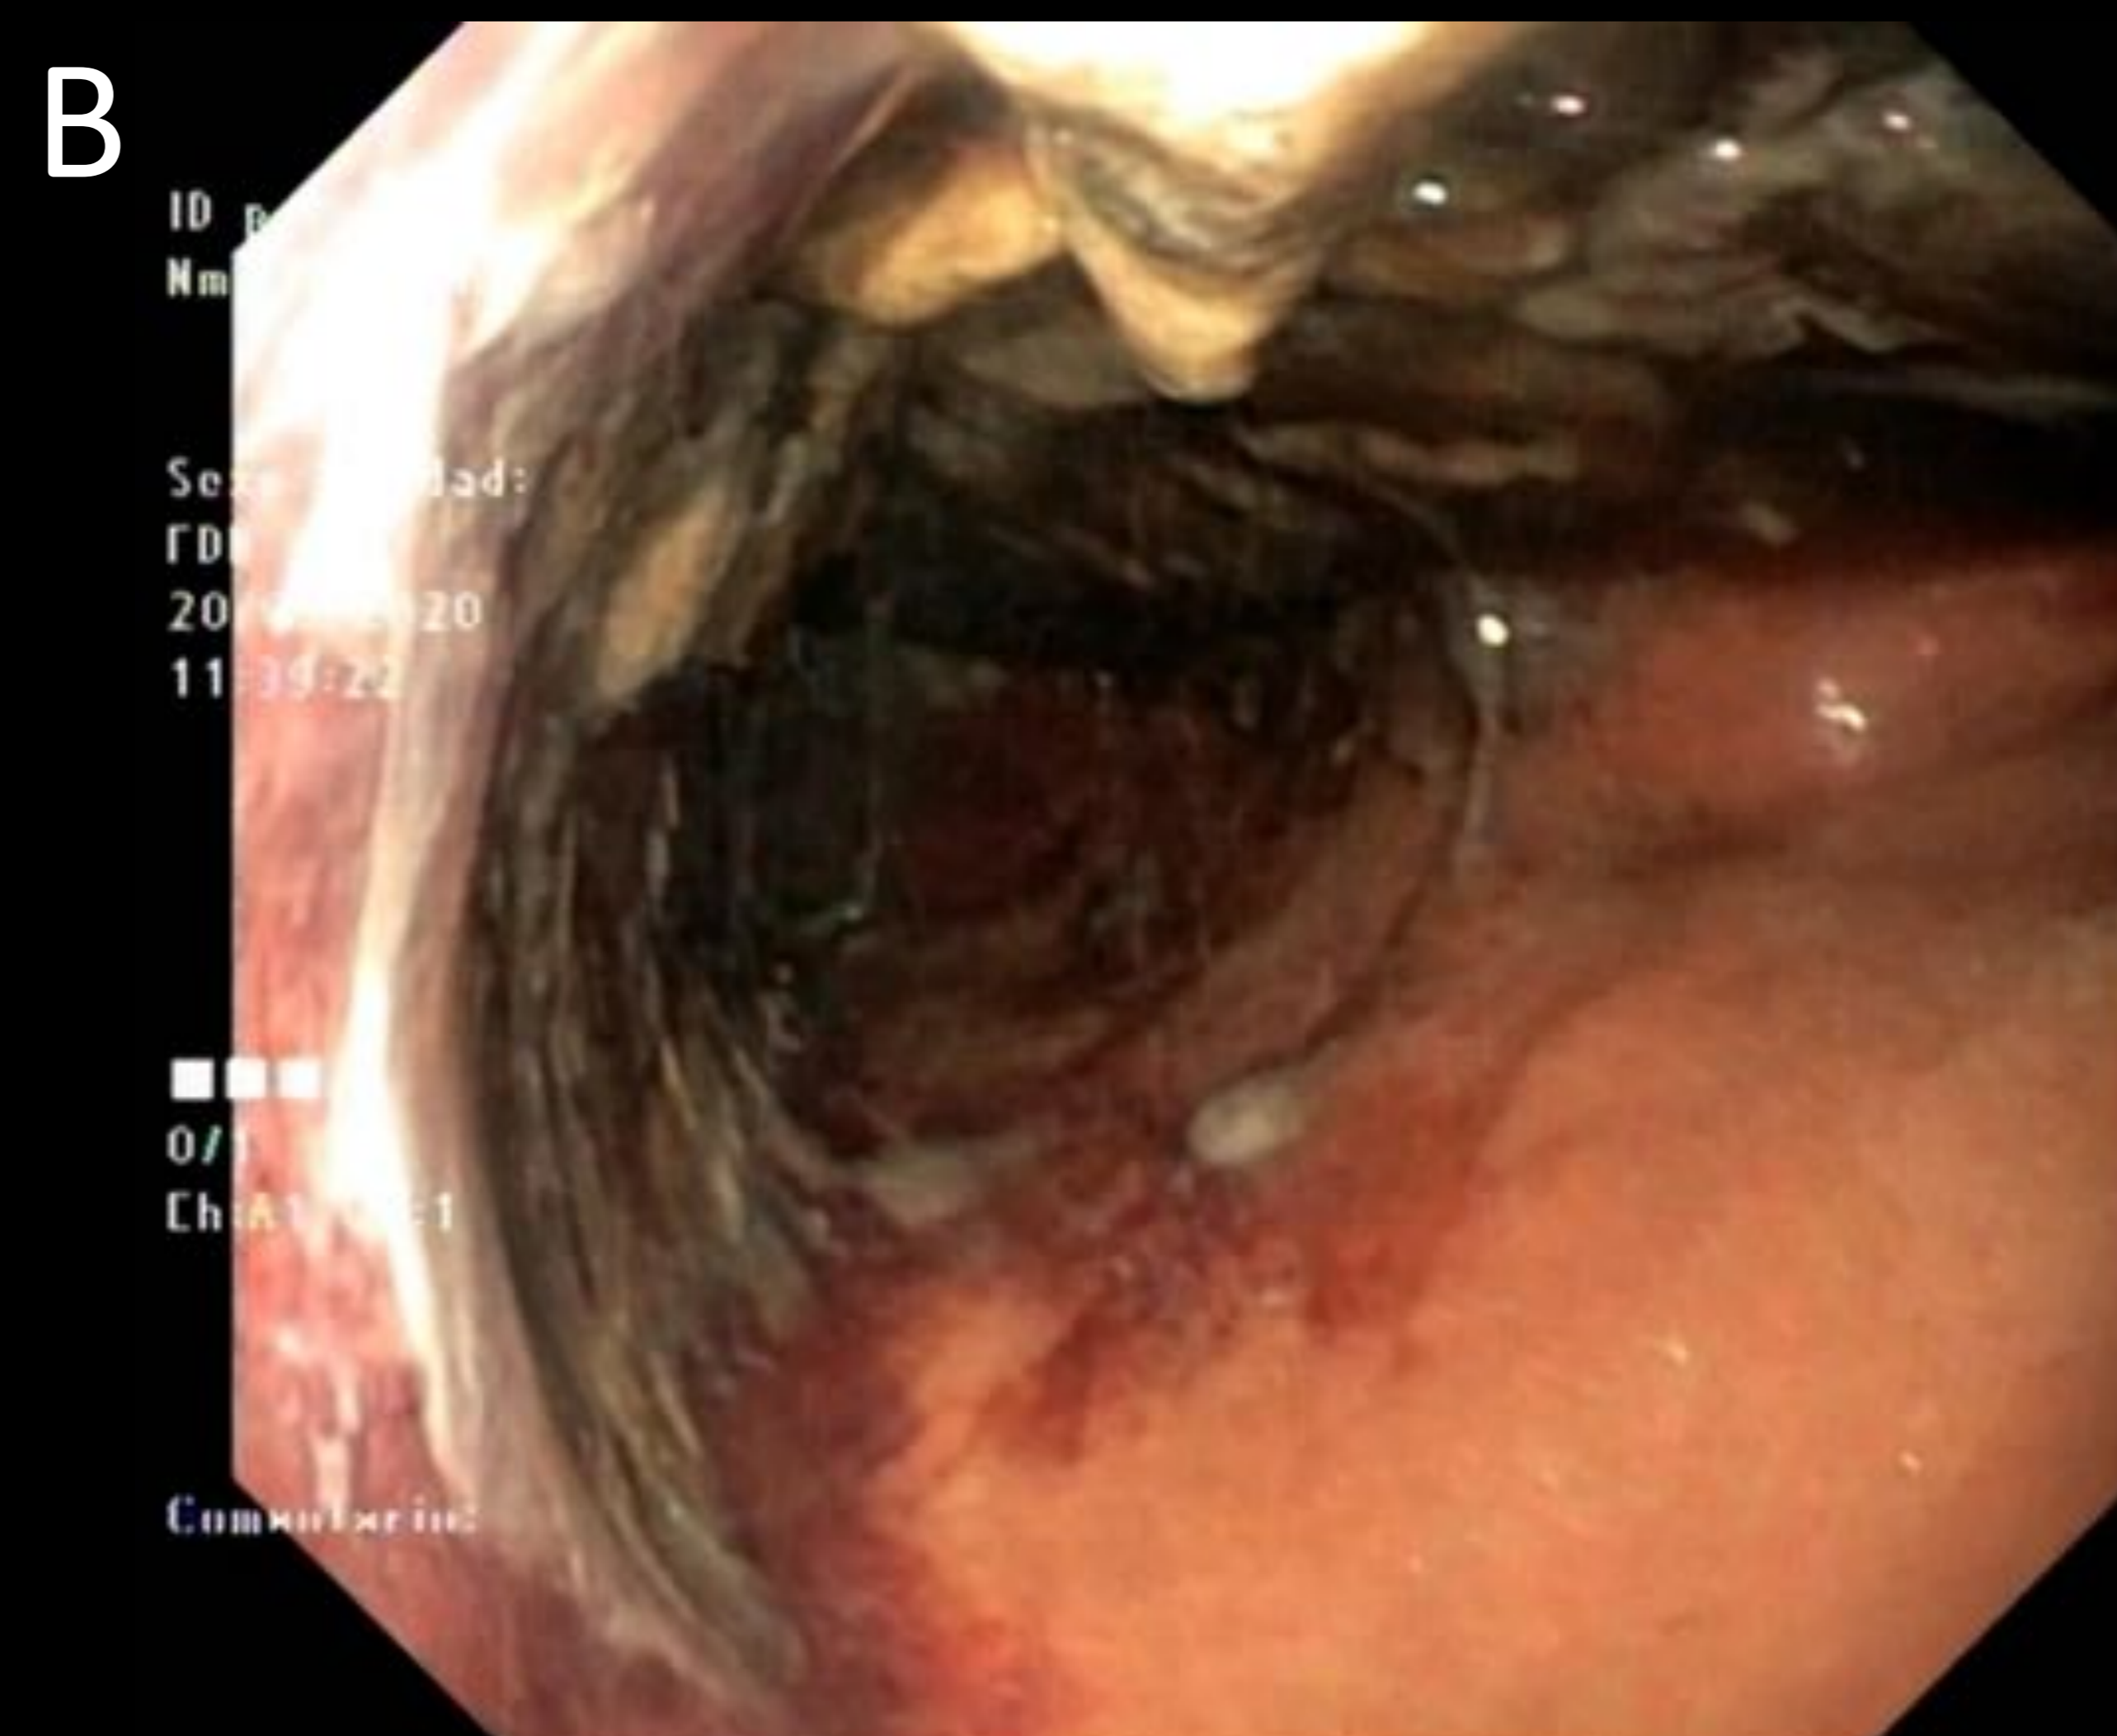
Paciente de 80 años con antecedentes de amiloidosis que acude por vómitos y sepsis. Imagen de TC abdominal coronal / oblicuo MinIP (A). Se aprecia una distensión de la cámara gástrica con muy marcado hiporrealce y neumatosis parietal segmentaria en curvadura mayor gástrica (flechas) en relación con un engrosamiento homogéneo pilórico que condiciona estenosis a este nivel (cabeza de flecha). El sufrimiento gástrico es tal que se asocia neumatosis portal severa (flecha negra). La EDA (B y C) confirmó la presencia de escaras necróticas gástricas en relación con isquemia gástrica. El paciente acabó falleciendo. El resultado de la necropsia arrojó la presencia de amiloidosis pilórica.
